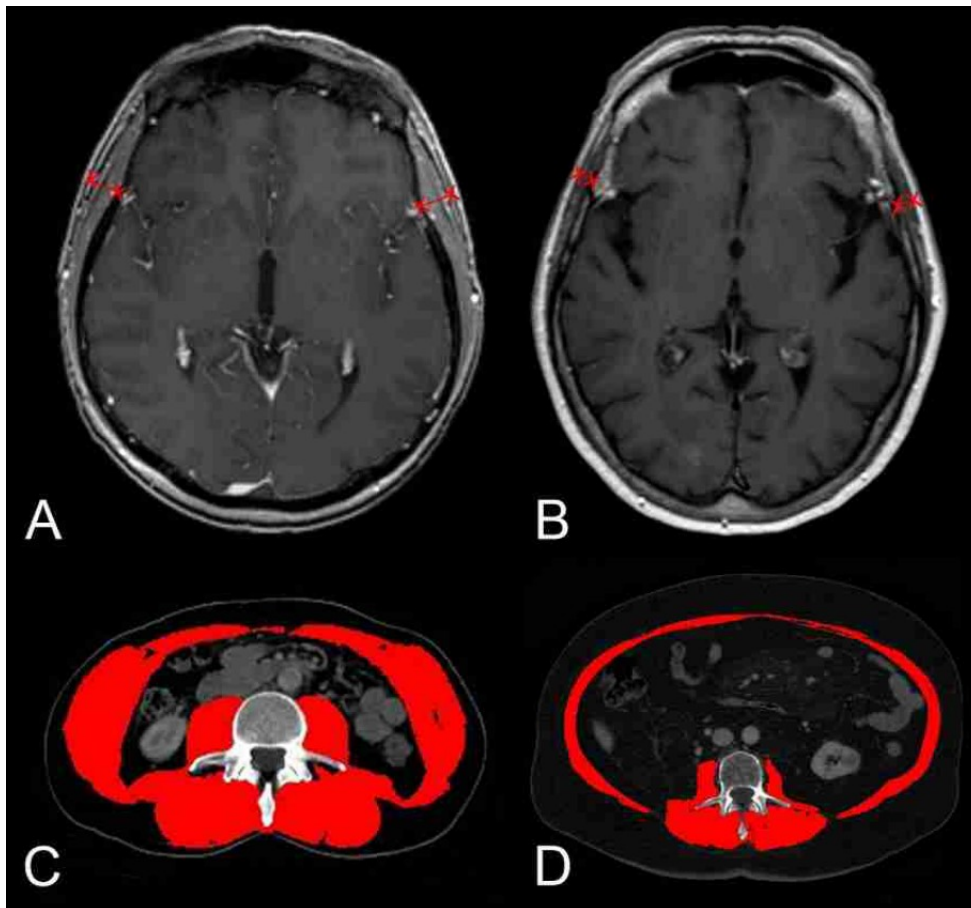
aus Leitner et al.: Beispiele für Messungen der lumbalen Muskelquerschnittsfläche auf CT-Bildern (A, C) und TMT-Messungen auf MRT-Bildern des Gehirns (B, D) bei zwei Melanompatient:innen mit Hirnmetastasen. A, C, ein männlicher Patient mit einer geschätzten normalen Skelettmuskelmasse (mittlere Muskelquerschnittsfläche = 191,61 mm²; mittlere TMT = 7,3 mm) und B, D, eine weibliche Patientin mit einem erheblichen Verlust an Skelettmuskelmasse (mittlere Muskelquerschnittsfläche = 106,07 mm²; mittlere TMT = 4,5 mm) (4).
